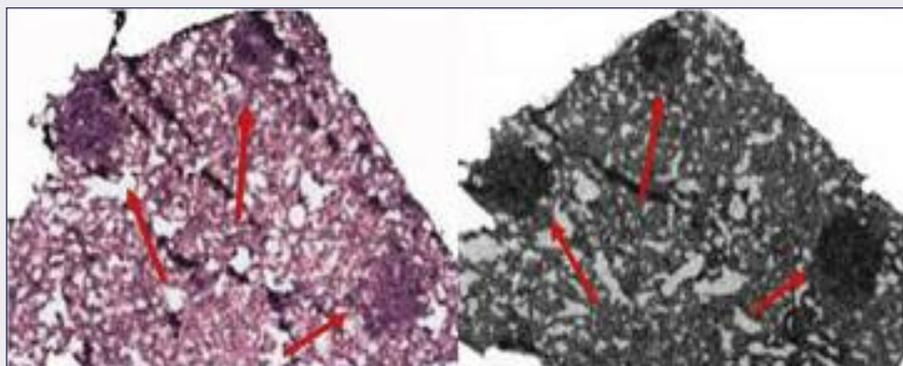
Confronto tra la preparazione istologica di una sezione di tessuto polmonare di ratto con metastasi (strutture circolari più scure evidenziate dalle frecce nell'immagine a sinistra) e l'autoradiografia neutronica di una sezione di tessuto contigua (immagine a destra). Nell'autoradiografia si vede che le zone più scure corrispondono alle metastasi, dimostrando l'assorbimento selettivo del boro da parte delle cellule tumorali
